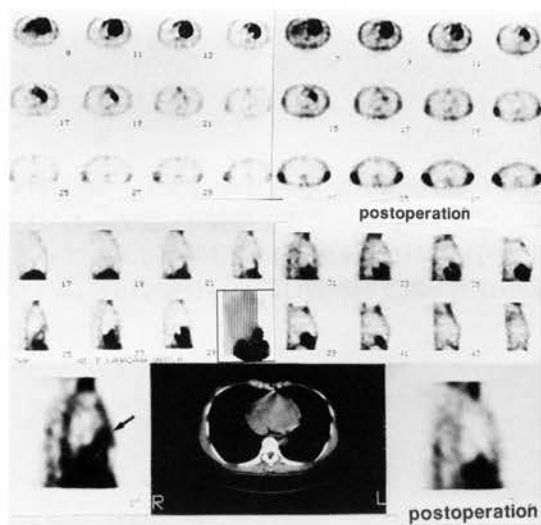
重症筋無力症 (osserman II A)，胸腺過形成。40歳女性。X-C T，MRIは正常所見。
